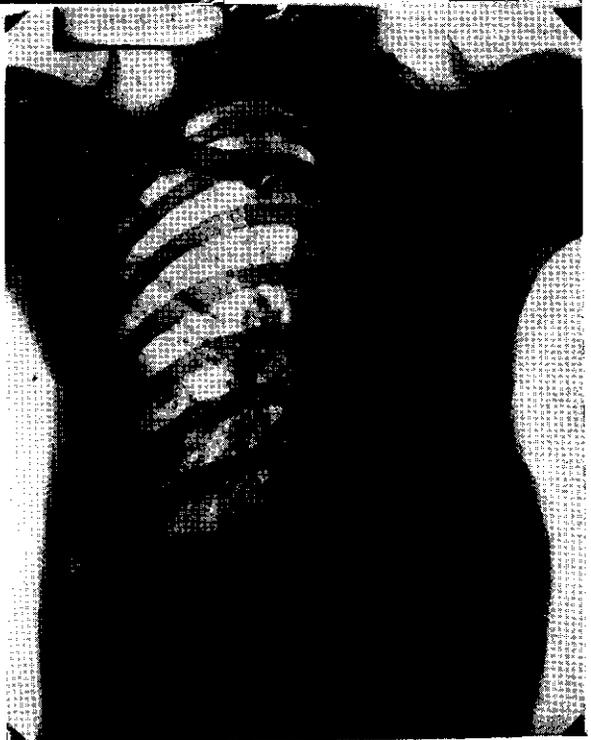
O. M.—Oct. 14 de 1946.—Tomografía mostrando la caverna abierta.
